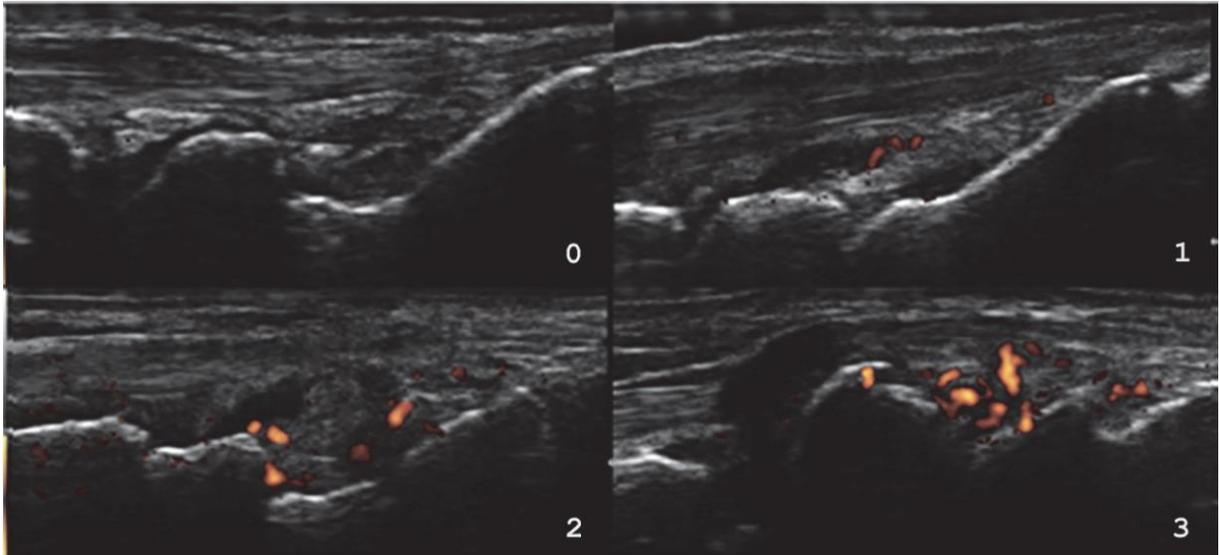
Escores de sinovite. Escore semiquantitativo de sinovite em ultrassom usando power Doppler (Chakr, 2015).
